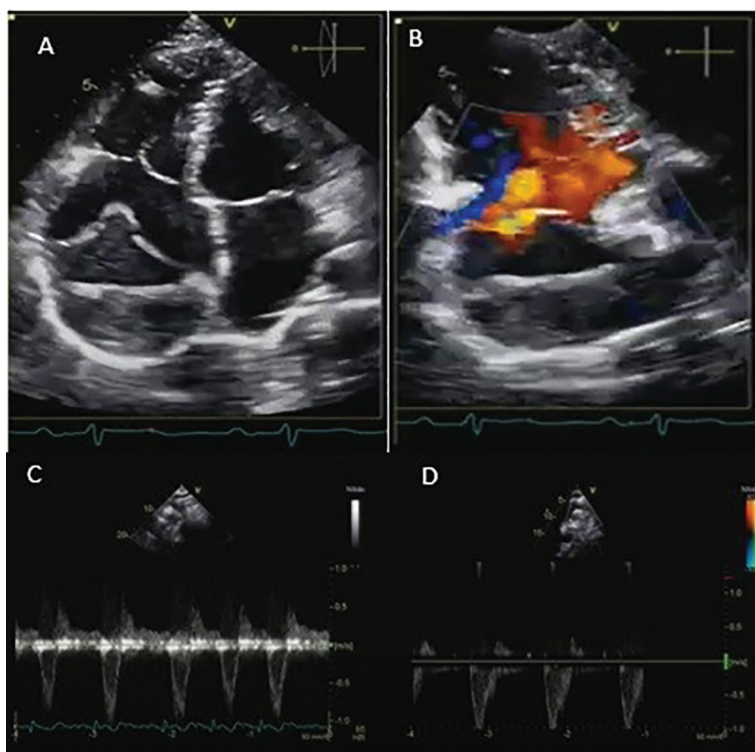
Corte apical 4 câmaras com porção aneurismática sendo rechaçada pelo átrio direito e com conteúdo trombótico em seu interior (A). Ao Doppler mostrando que não há mais fluxo entre as cavidades (B). Doppler tecidual em aorta torácica descendente com fluxo holodiastólico reverso (antes do procedimento) (C) e controle após sem os achados iniciais (D).
